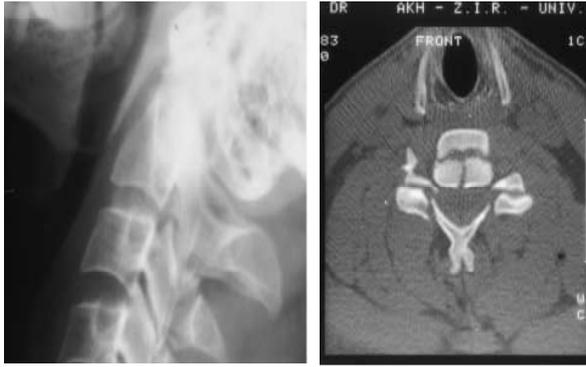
Рентгеновский снимок, латеральная проекция. Виден перелом тела позвонка (а). Аксиальное КТ на C-5 уровне. Определяется оскольчатый перелом C-5 позвонка со смещением осколков, повреждение межостистых суставов на уровне C5/C6. оскольчатый перелом поперечного отростка справа (б)
